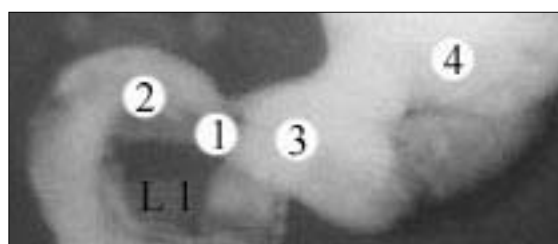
Гастродуоденальний перехід доношеного плода – 475,0 ТПД (шлунково-кишковий тракт заповнений рентгеноконтрастною сумішшю на основі свинцевого сурика). Фоторентгенограма. Зб. 2,1°: 1 – воротар шлунка; 2 – верхня частина дванадцятипалої кишки; 3 – воротарний канал шлунка; 4 – тіло шлунка.
